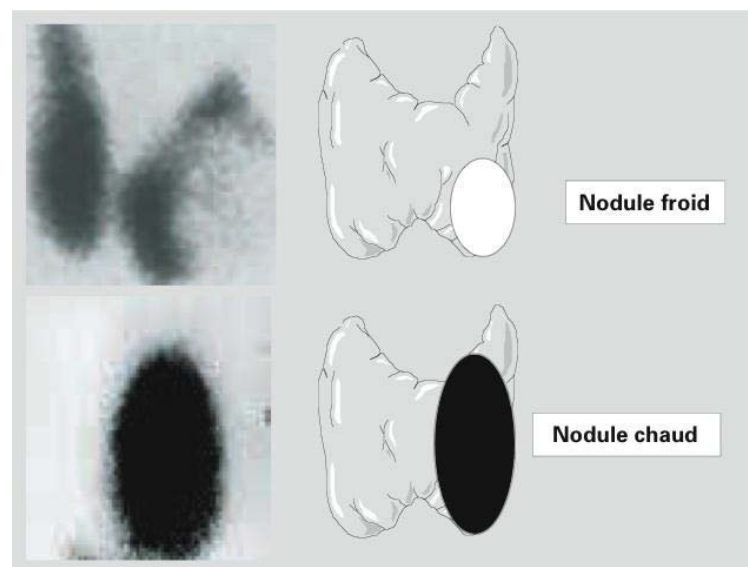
Images scintigraphiques d'un nodule froid (en haut) et chaud (en bas) [158]
